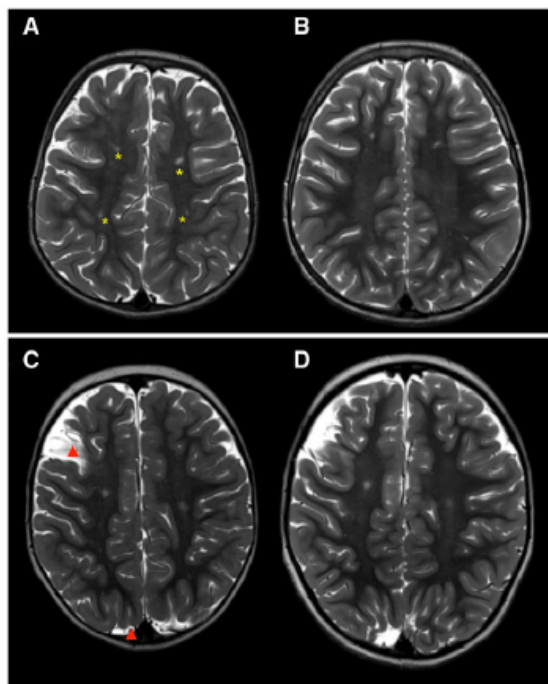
Cerebral axial magnetic resonance imaging scans of 2 hypoplastic left heart syndrome patients (girl A/B and boy C/D), before Fontan procedure at the age of 2.6 years (A) and 2.1 years (C) and after total cavopulmonary connection completion at the age of 6.9 years (B) and 7.3 years (D). (A and B) Multiple white matter (WM) injuries in the central WM of both hemispheres, exemplary marked with a yellow star. (C and D) Residual ischaemic stroke in the right frontoparietal and right occipital grey matter, exemplary marked with a red triangle and focal WMl in the central WM.
